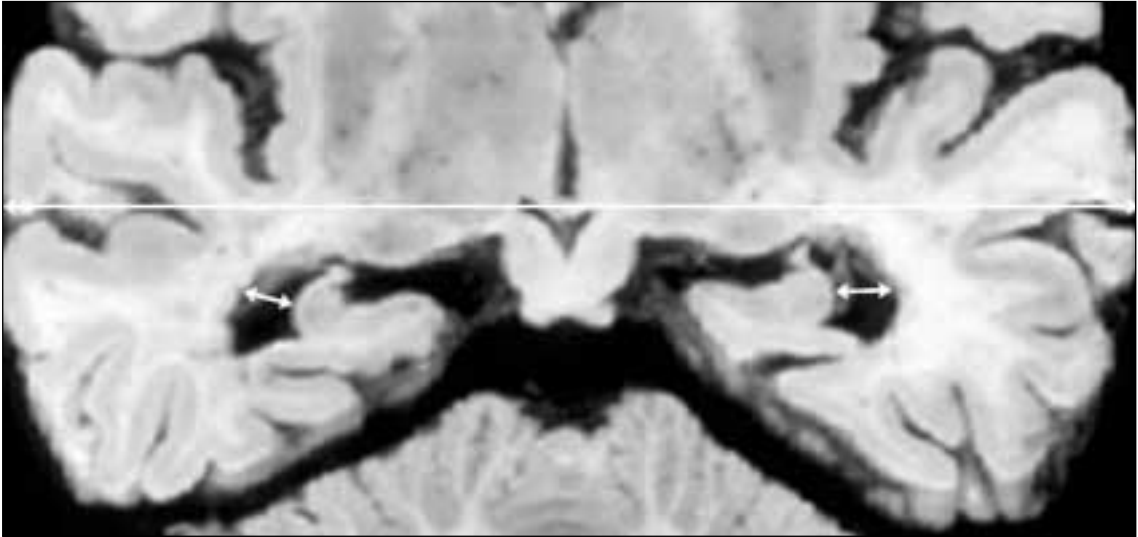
Sección anatómica a nivel de comisura posterior, plano axial a 20° de la línea basal de Reid. Se indican las medidas de anchura de astas temporales y anchura de cerebro que se utilizaron en los estudios iniciales de TAC para evaluar la atrofia temporal medial.
